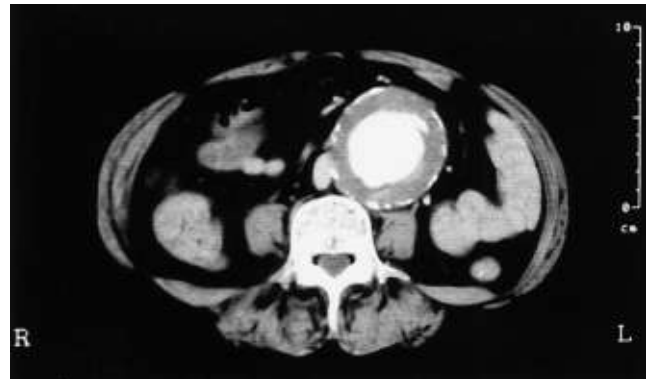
Enhanced abdominal CT
